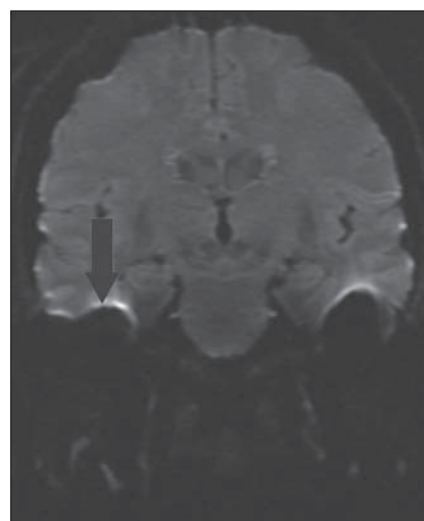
RM plano coronal, sequência difusão (com *echo-planar*). Observar artefato na interface com o assoalho das fossas médias, impedindo a pesquisa de restrição à difusão nas orelhas (seta).
